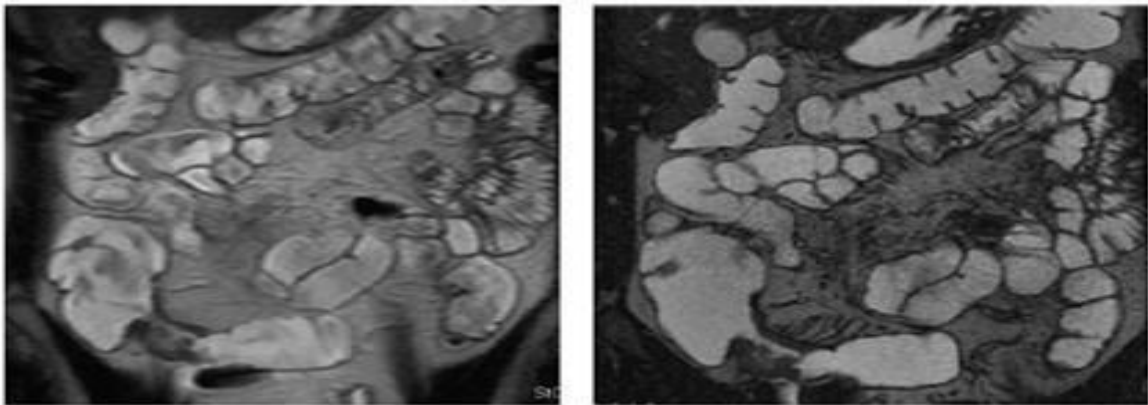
Entéro-IRM avec séquence en pondération T2 : atteinte segmentaire avec Épaississement pariétal et « signe de peigne »
